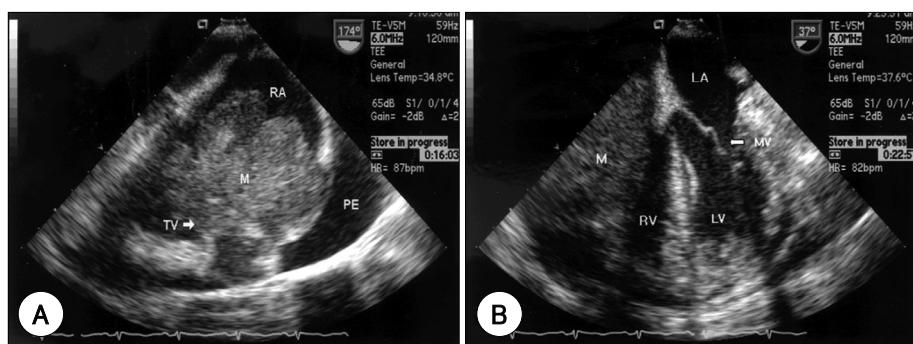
A: transesophageal echocardiogram showing inhomogenous large lobulated mass (M) almost obliterating right atrium (RA) invading tricuspid valve (TV) apparatus and extending into right ventricle. B: transesophageal echocardiogram showing inhomogenous large lobulated mass (M) almost obliterating right atrium (RA) invading tricuspid valve (TV) apparatus and extending into right ventricle. PE: pericardial effusion, MV: mitral valve.
